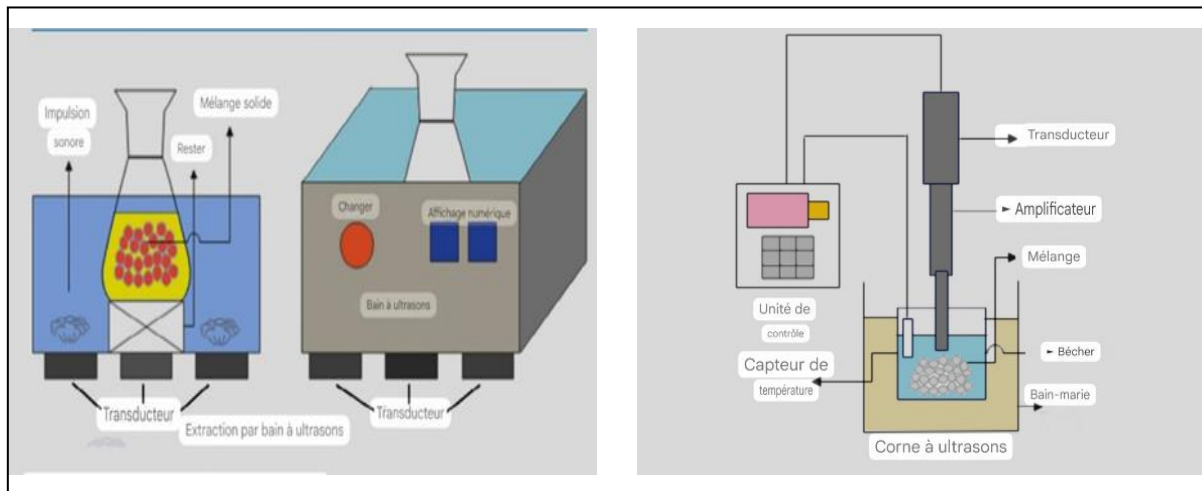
extraction par ultrasons (Yogeshet *al.* ,2024)
